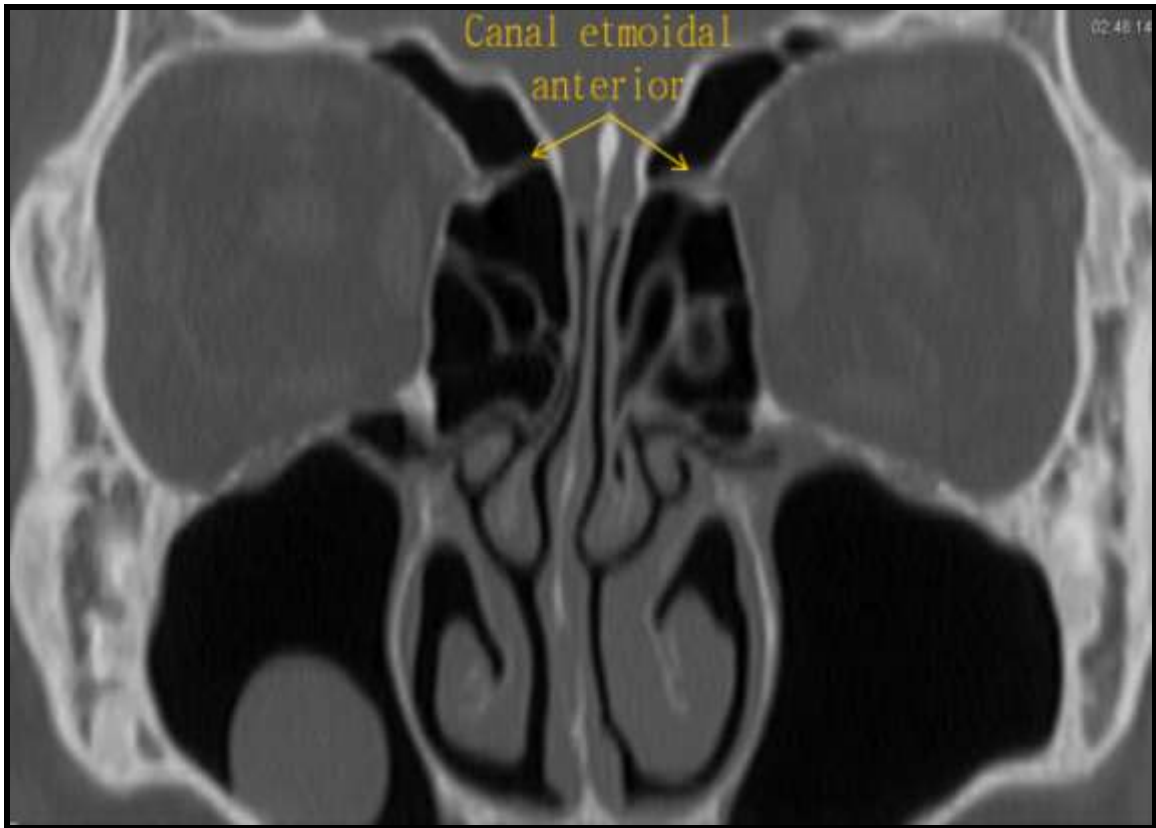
Anatomía por TC. Reconstrucción multiplanar en el plano coronal en la topografía del canal etmoidal anterior.
